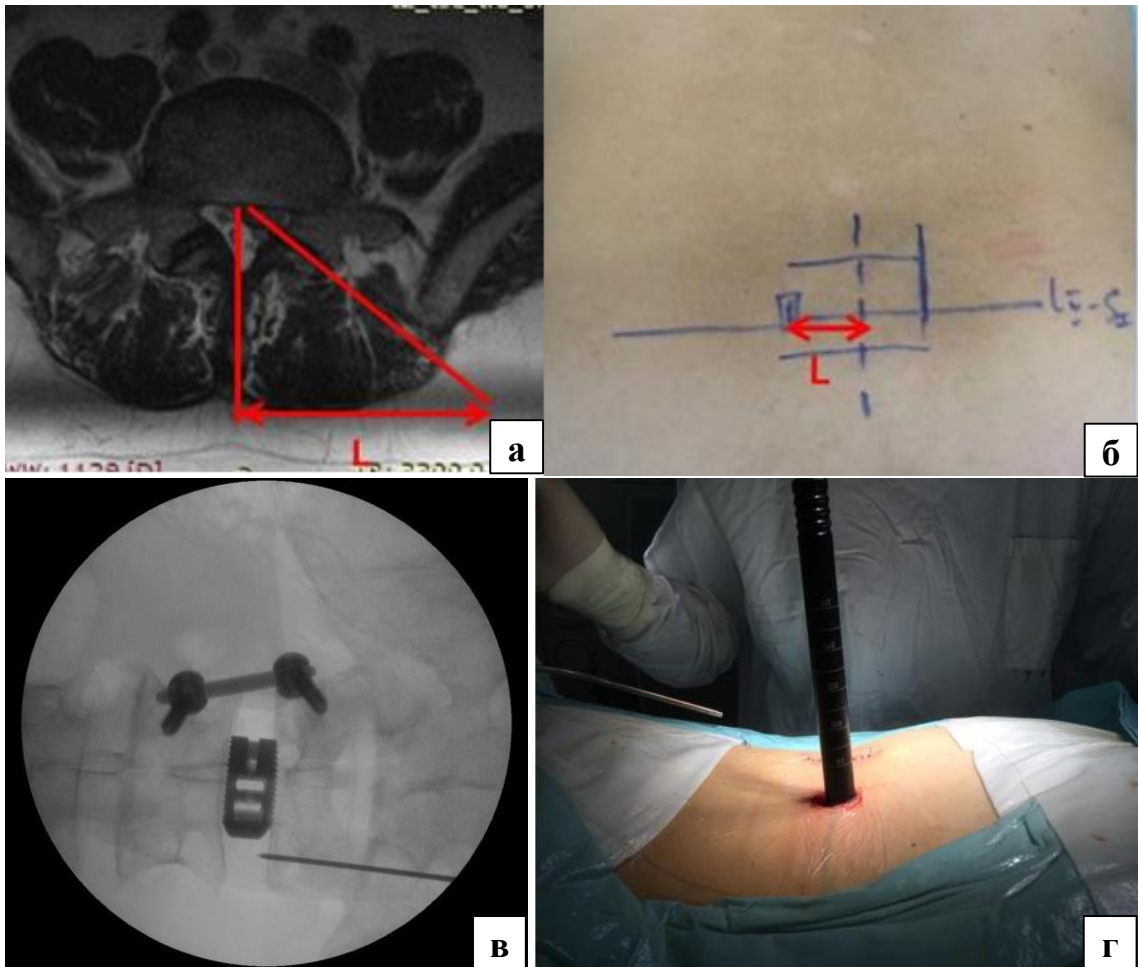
Пациент Ф., 45 лет; микрохирургическая реконструкция позвоночного канала на уровне  $L_{IV}-L_V$ , фасетэктомия  $L_{IV}-L_V$  справа, дискэктомия  $L_{IV}-L_V$  справа, трансфораминальный межтеловой спондилодез  $L_{IV}-L_V$ , транспедикулярная фиксация  $L_{IV}-L_V$ -сегмента системой канюлированных винтов справа и трансфасеточная фиксация  $L_{IV}-L_V$  слева: а – предоперационное планирование проекции кожного разреза в проекции ДС по МРТ; б – интраоперационная разметка проекции ДС на коже; в – интраоперационная ЭОП-навигация, слева-направо этапы минимально-инвазивной операции по методике TLIF: фасетэктомия  $L_{IV}-L_V$  справа, межтеловой спондилодез, транспедикулярная стабилизация; г – интраоперационная разметка в проекции ДС на уровне  $L_{IV}-L_V$
